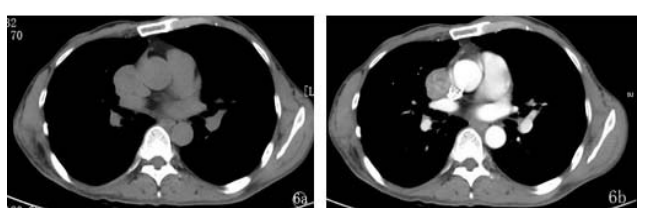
异位胸腺瘤患者,男 50 岁,右中纵隔区见实性结节,直径约 3.0 cm,平扫 CT 值 40 HU,增强 CT 值 95 HU,邻近上腔静脉受压,无侵犯
